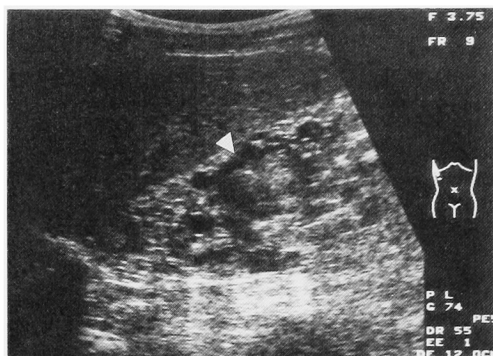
Longitudinal sonogram shows high echoic mass (arrowhead) in low echoic multiple cysts.
